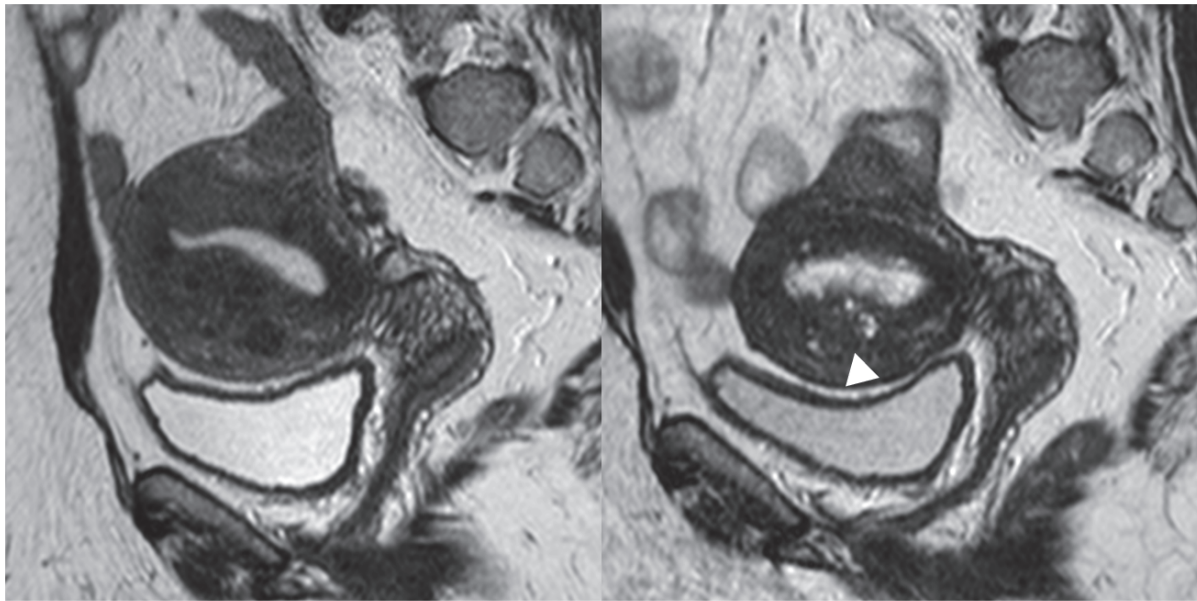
MRI before and after UPA treatment
